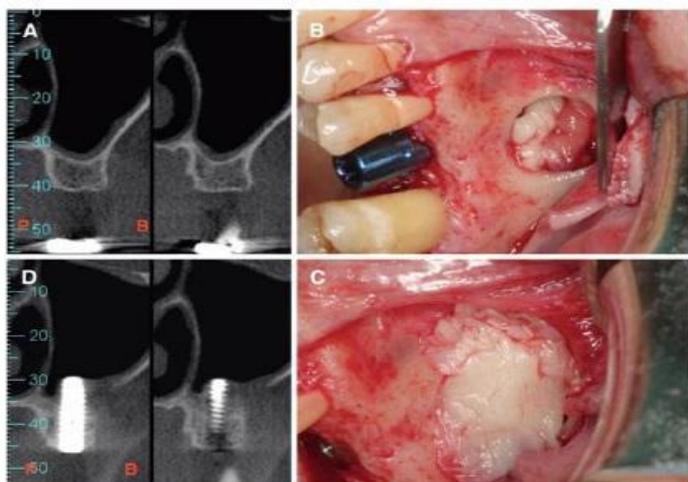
A) análise da CT-3D antes da cirurgia apresentou uma altura de 6 mm de osso residual na primeira região molar. P = palatino, B = vestibular. B) Um seio foi elevado e preenchido com coágulos de PRF. Um implante longo de 15 mm cônico e micro-rosqueado foi facilmente colocado na altura do osso residual e manteve a membrana de PRF a remendar o seio numa posição elevada. C) Duas membranas PRF foram utilizadas para cobrir a janela lateral. D) Seis meses após a cirurgia, a análise da CT- 3D mostrou o implante cercado de tecido ósseo de aparência densa. (Mazor et al. 2009)
